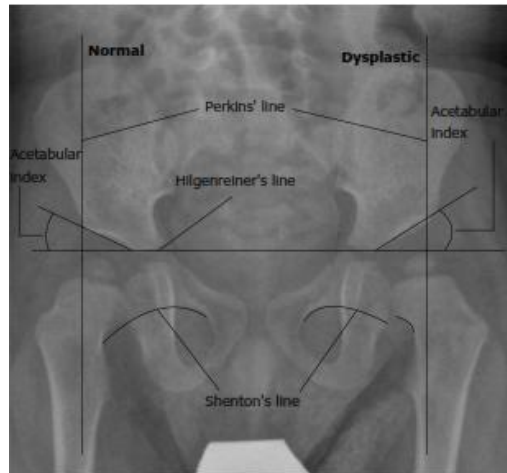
Líneas de medición en la radiografía anteroposterior neutra de pelvis, que muestra displasia acetabular de la cadera izquierda (18).
